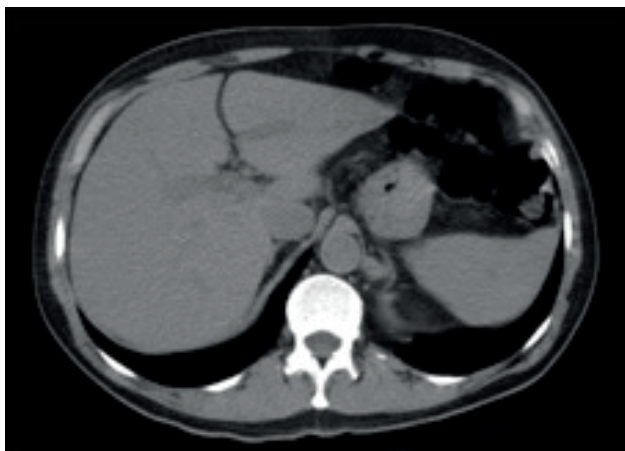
Tomografía computada abdominal. Impresiona ausencia de lesiones focales hepáticas. Ausencia de líquido libre.
